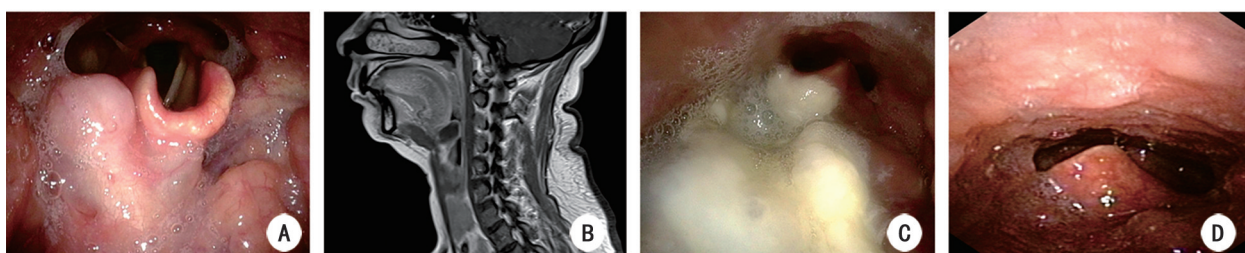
典型复发病例的影像学及喉镜图像 A:术前喉镜示舌根囊肿,直径25 mm,遮盖部分会厌;B:术前增强CT示舌根部低密度灶;C:术后1周喉镜示创面上皮化;D:术后3个月喉镜示创面愈合,会厌活动正常
